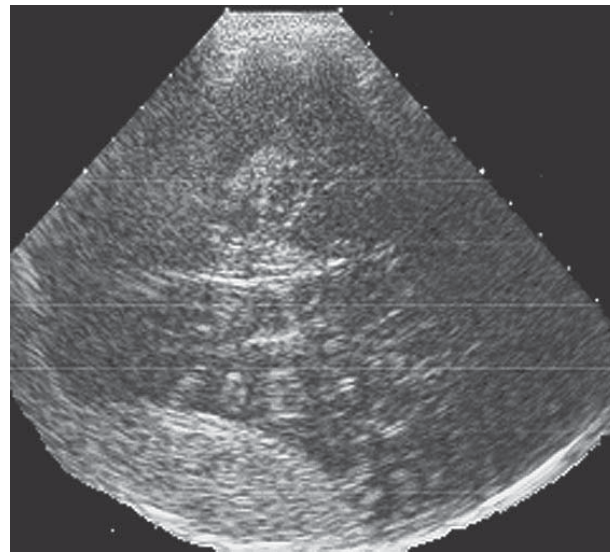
Эпидуральная гематома у ребёнка 5 лет. Сопоставление данных ТУС (А) и КТ (Б). Гематома обозначена стрелкой
